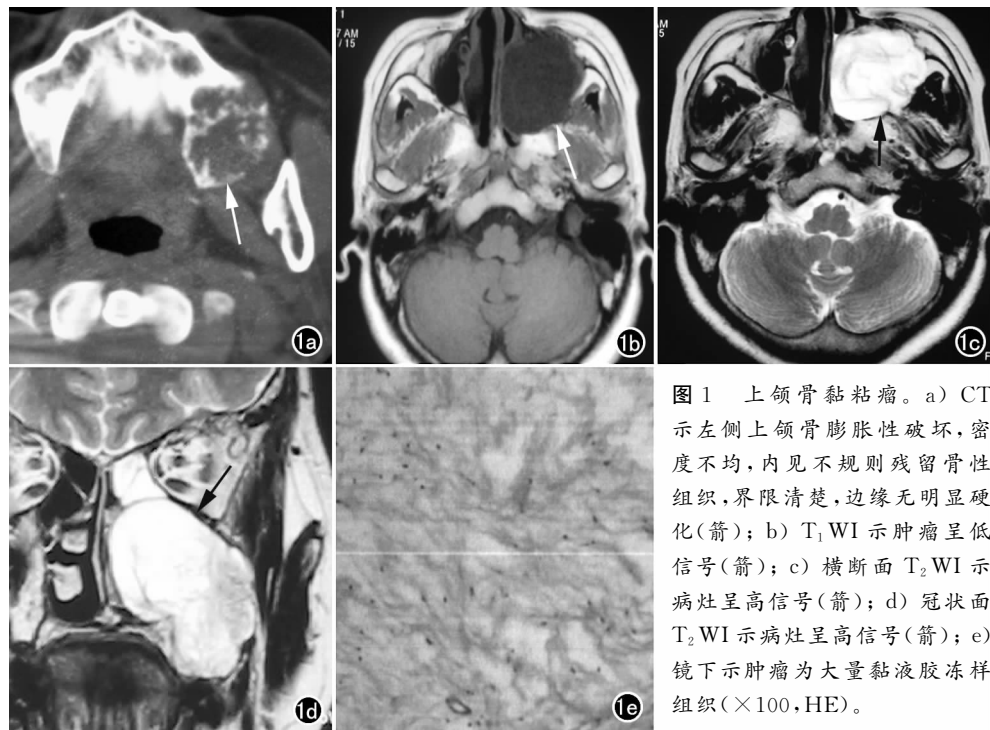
上颌骨黏液瘤。a) CT示左侧上颌骨膨胀性破坏,密度不均,内见不规则残留骨性组织,界限清楚,边缘无明显硬化(箭);b)  $T_1$ WI示肿瘤呈低信号(箭);c) 横断面 $T_2$ WI示病灶呈高信号(箭);d) 冠状面 $T_2$ WI示病灶呈高信号(箭);e) 镜下示肿瘤为大量黏液胶冻样组织( $\times 100$ , HE)。
